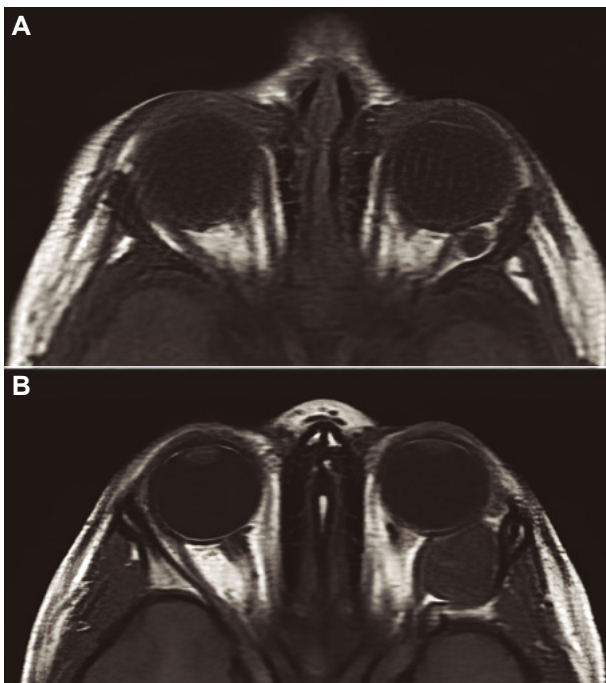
A. RM orbitaria T1 a los 10 días de vida. Hallazgo casual de quiste dermoide temporal profundo. B. RM orbitaria T1, mismo paciente 4 años después. RM de seguimiento tras aparición de proptosis de ojo izquierdo.
